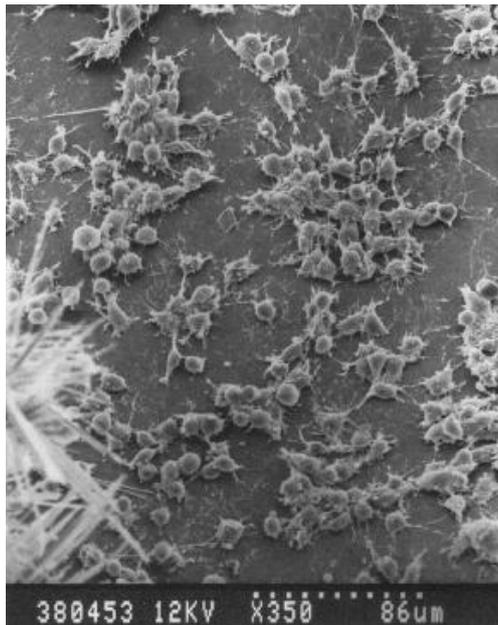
Morfología de las células que están en contacto con IRM a 1 día de cultivo.
